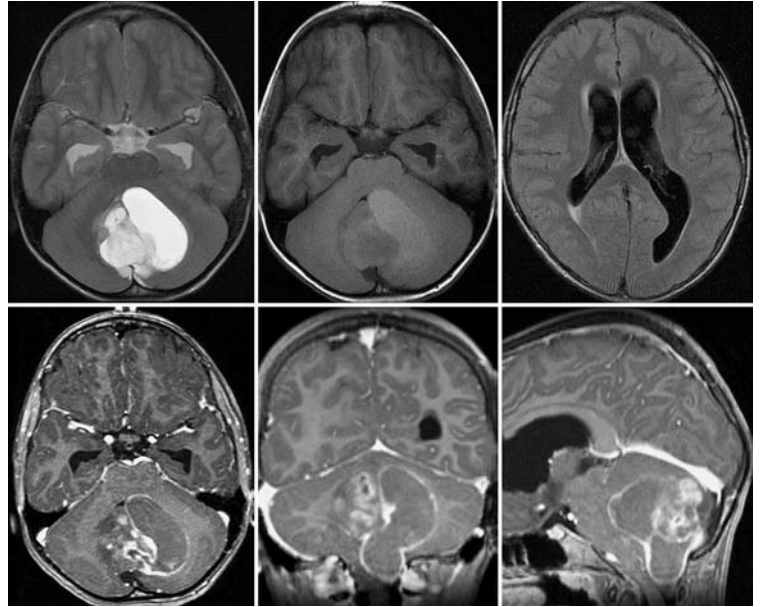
Pilozytisches Astrozytom des Kleinhirns (T2-Gewichtung, T1-Gewichtung, FLAIR, T1-Gewichtung mit Kontrastmittel axial, koronar und sagittal). Überwiegend zystische Raumforderung mit intensiver Kontrastmittelanreicherung der soliden Anteile und der Zystenwand. Nur minimales perifokales Ödem. Hydrocephalus obstructivus mit transependymalen Abdrückungen.
